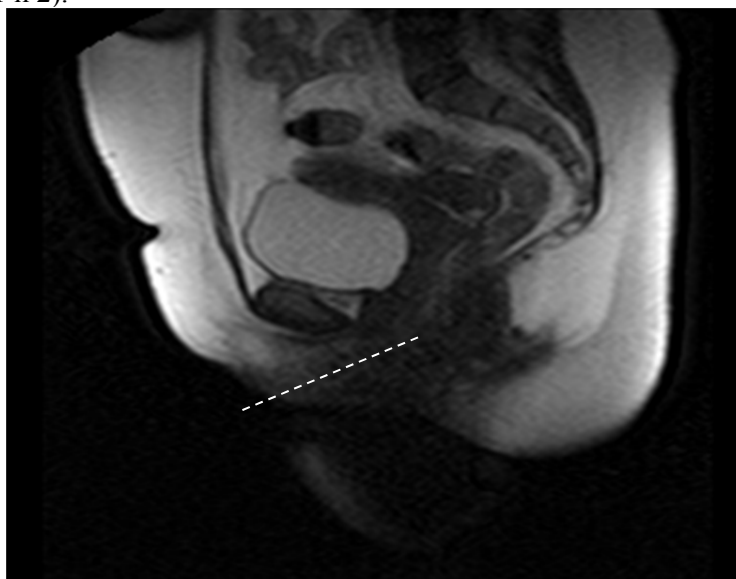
МРТ таза женщины со СНМ II степени в спокойном состоянии.
